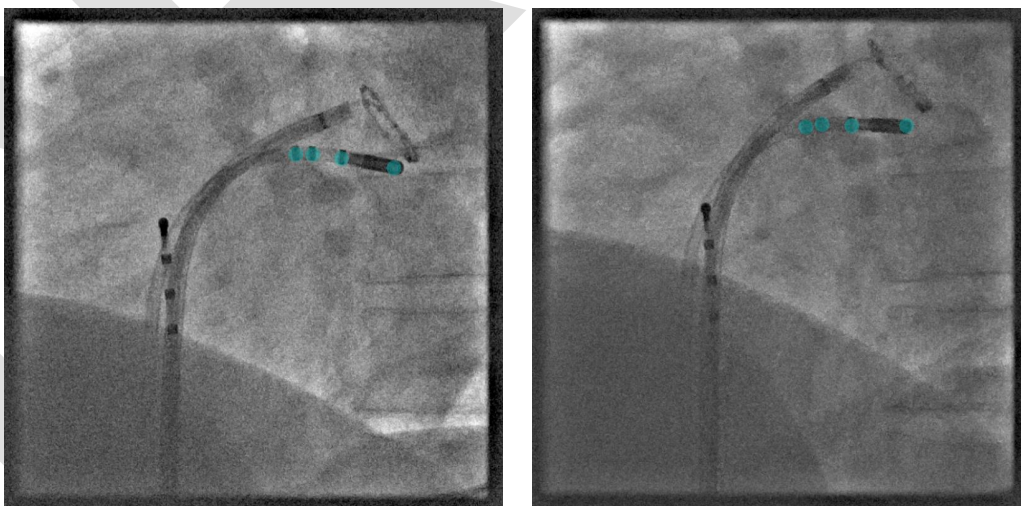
Beispiel für Katheternachverfolgung während einer Ablationsprozedur. Die hellblauen Punkte zeigen die Position des Ablationskatheters in zwei aufeinanderfolgenden Röntgenbildern.
